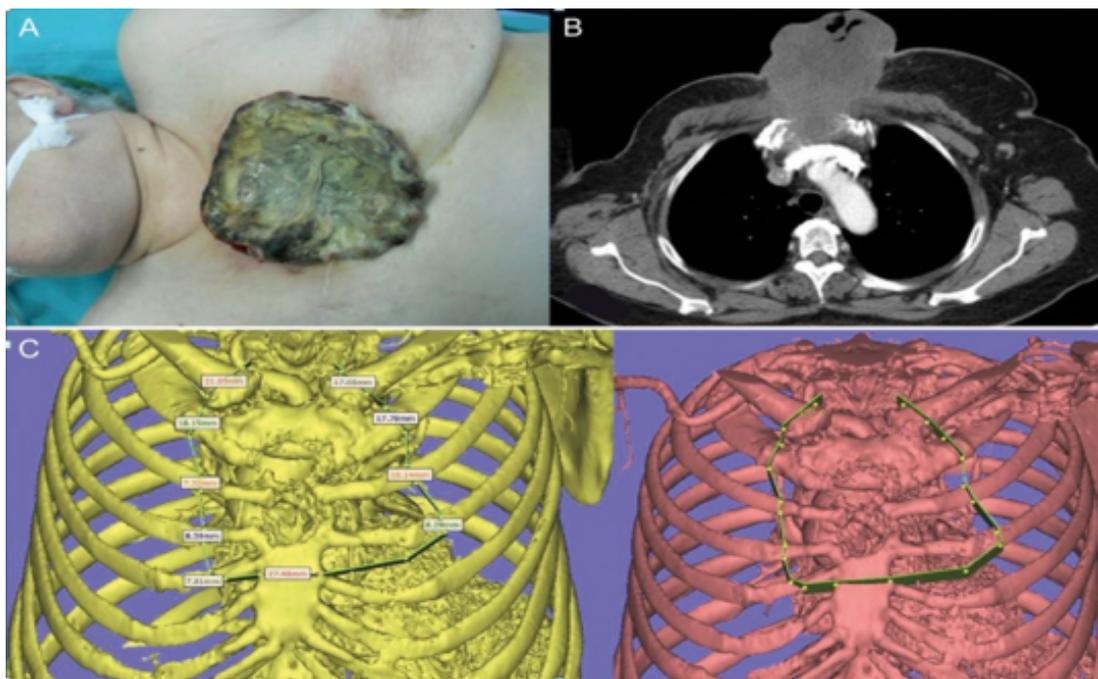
Visão pré-operatória do tumor da parede torácica. A. A massa envolve a pele e a parede torácica anterior, incluindo o manúbrio esternal. B. A tomografia computadorizada pré-operatória do paciente não revela invasão às estruturas vasculares do mediastino. Também mostra que a maioria das partes das estruturas ósseas da parede torácica anterior foram invadidas pela massa. C/D. O plano de ressecção foi marcado na reconstrução 3D da tomografia computadorizada
